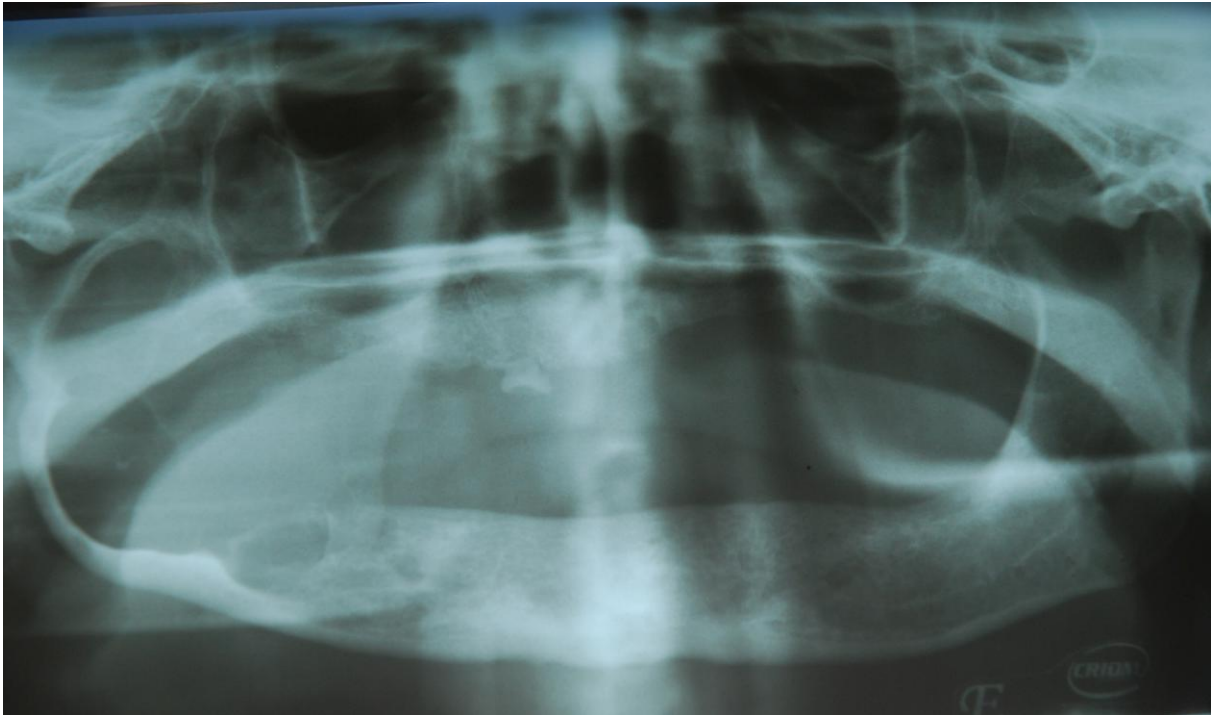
Radiografia Panorâmica.
